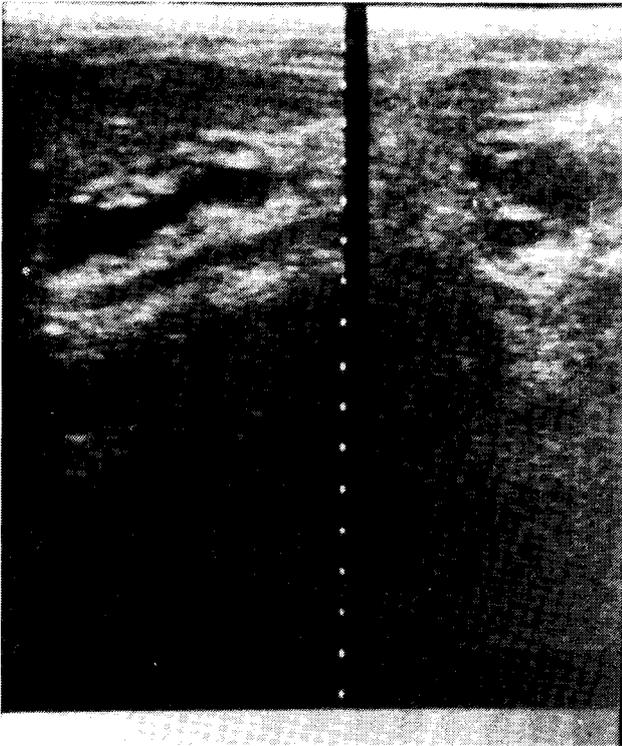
Ultrasonido del caso Fig.1, que nos muestra una zona anecoica en proyección del seno renal, que traduce hidronefrosis.
